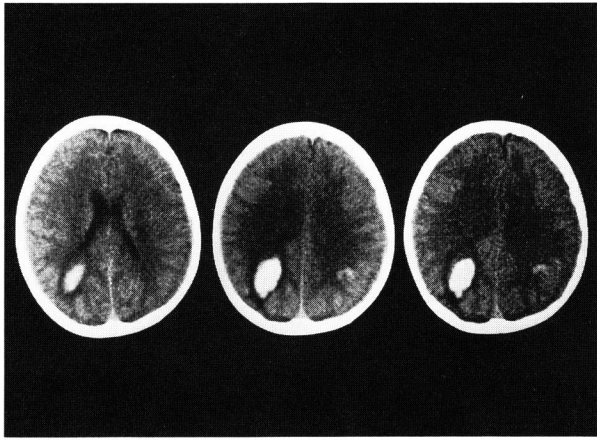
Non-contrast CT scan on admission demonstrated subcortical hematoma in the left parietal lobe and irregular high density area in the right parietal lobe.
